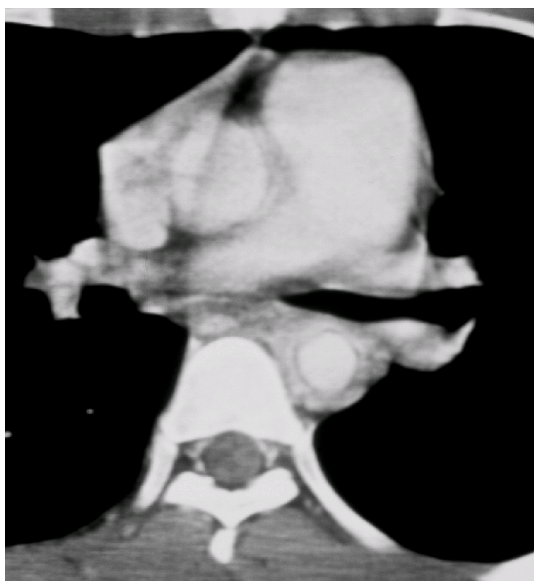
Chest CT showing diffuse wall thickening of descending thoracic aorta.
